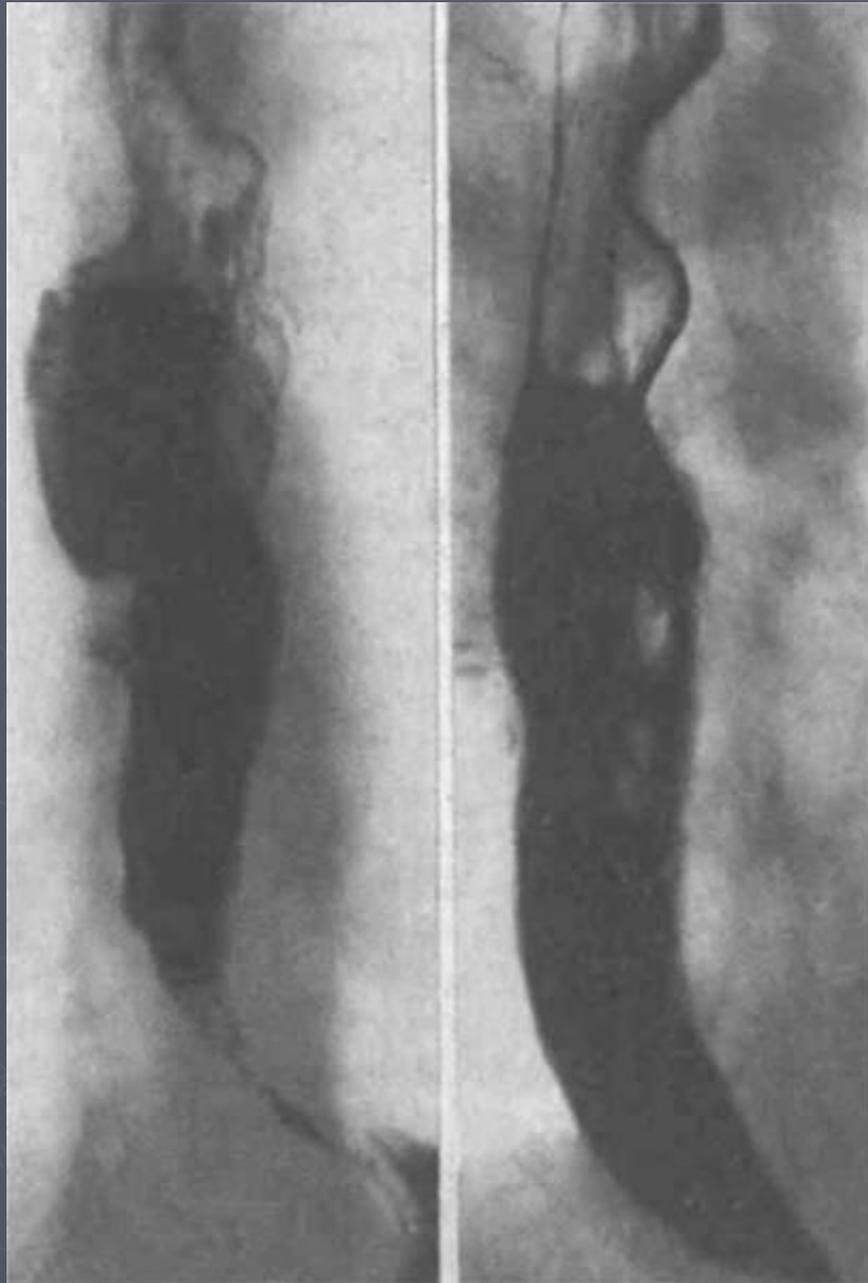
Рентгенограммы пищевода больного системной склеродермией. Пищевод длительно заполнен контрастным веществом и воздухом и значительно расширен. Большое пульсионное выбухание в средней трети грудной части пищевода. Волнистость его контуров из-за неперистальтических сокращений.
